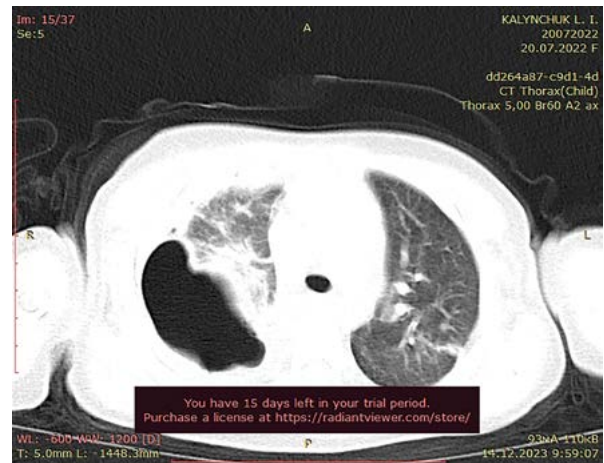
КТ-зріз: «Пневмоторакс правої легені»
